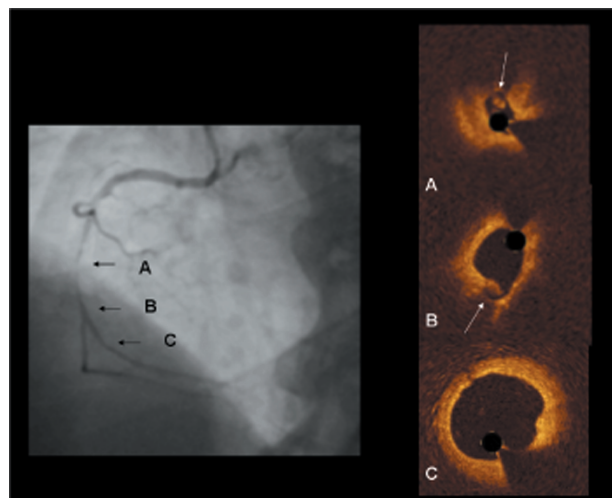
La coronarografia a sinistra mostra una malattia diffusa della coronaria destra in un paziente di 65 anni con sindrome coronarica acuta. La tomografia a coerenza ottica rivela, a livello del punto con massimo restringimento (A), una stenosi subocclusiva dell'arteria complicata da un trombo endoluminale. Più sotto (B) si osserva una stenosi severa con ulcerazione di placca. L'immagine C si riferisce al segmento di riferimento distale.
